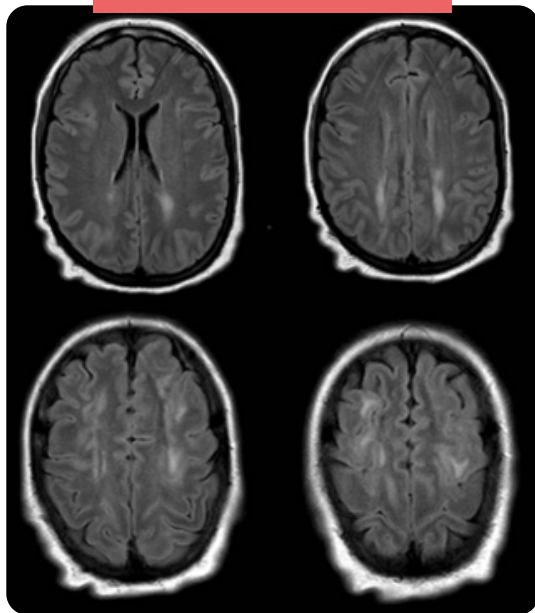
RMN cerebro T2-FLAIR, hiperintensidades irregulares de bordes poco definidos FLAIR a nivel frontoparietal y occipital bilateral simétrico. Hiperintensidades de la sustancia blanca subcortical de carácter inespecífico.
